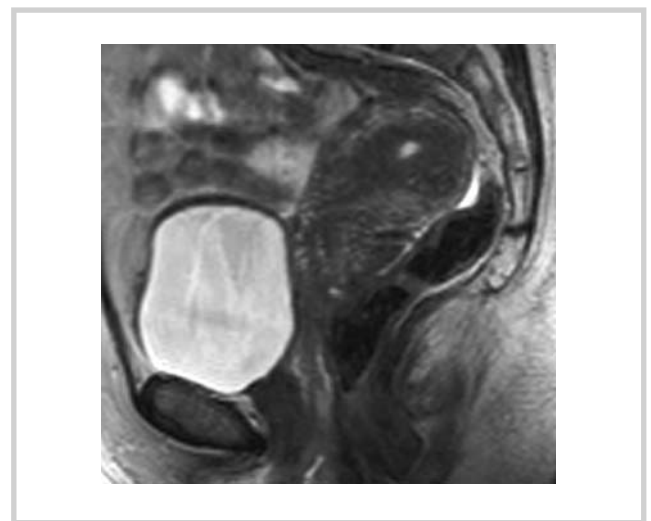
Первичное МРТ-исследование.
